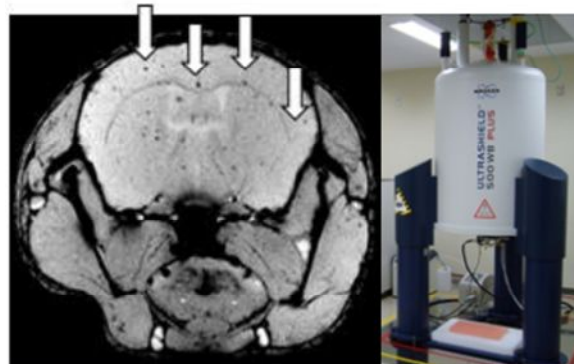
抹消で標識したマクロファージの脳内迷入を捕らえた画像 (左) と現有する小動物専用11.7T-MRI (右)
